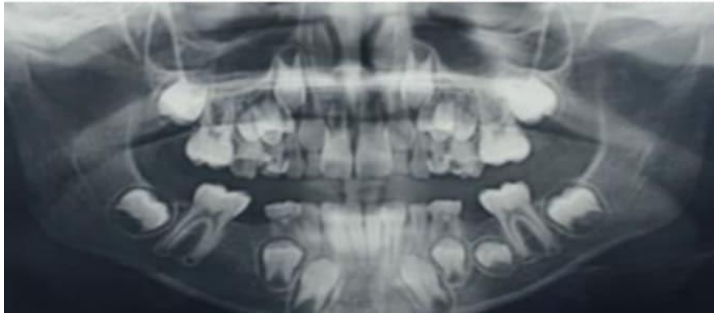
Radiographie panoramique présentant la superposition importante des germes des dents intermédiaires au maxillaire.
